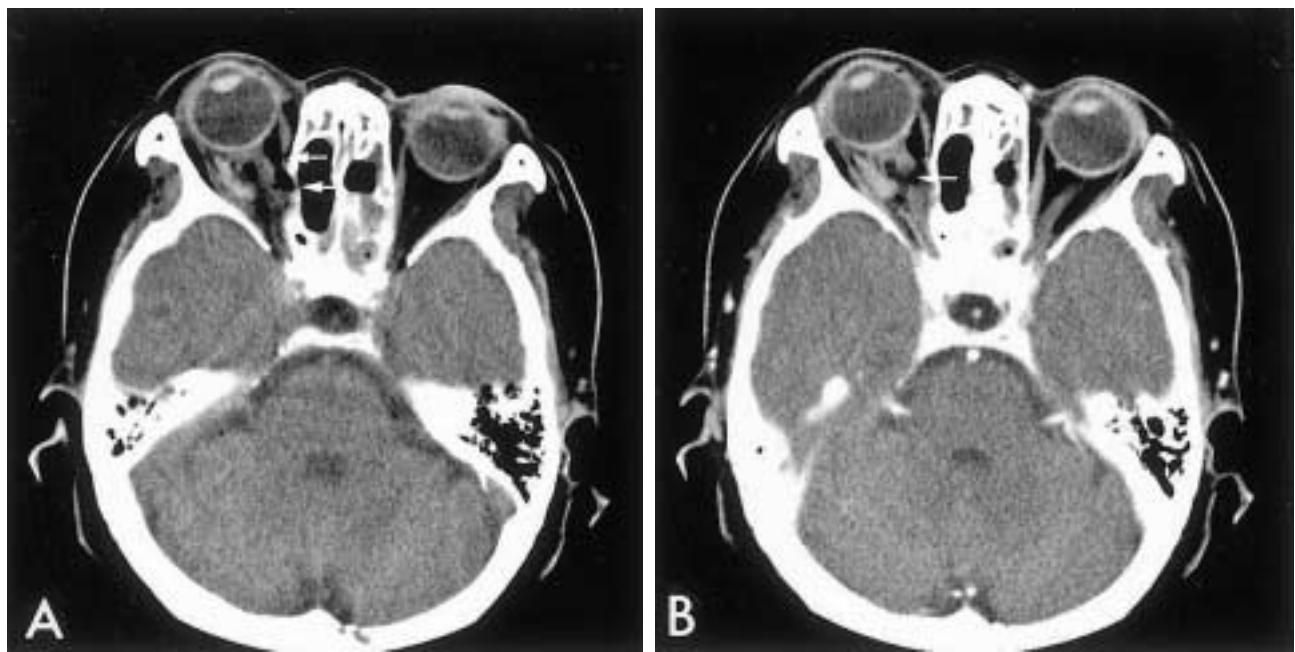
Orbital CT shows the damaged lamina papyracea in the right medial wall of the orbit and the ruptured right medial rectus muscle (A), and the transected and separated right optic nerve (B).
